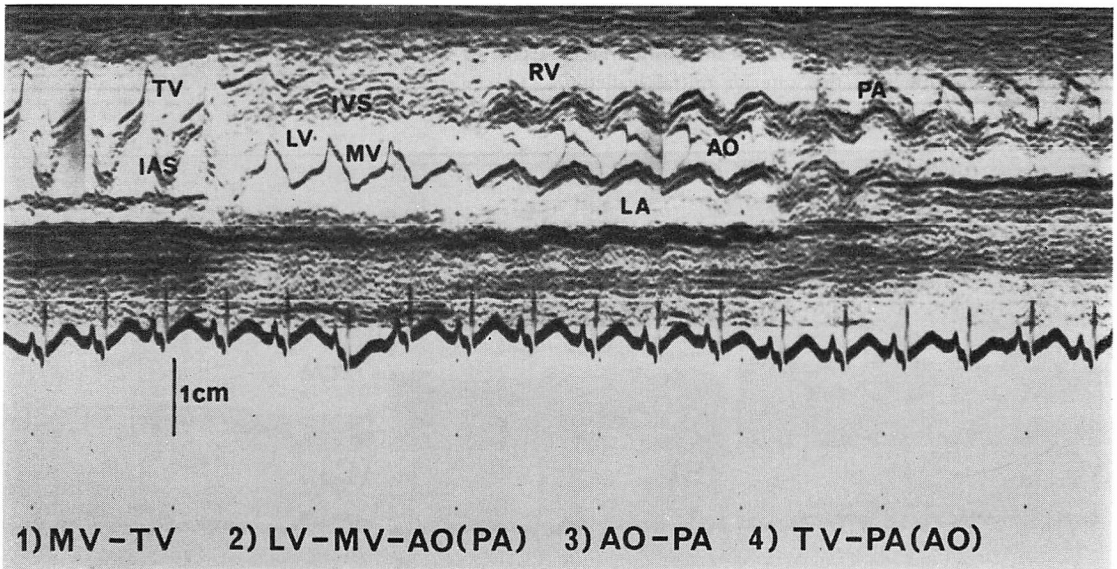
Echocardiogram of 6 day-old normal infant.
